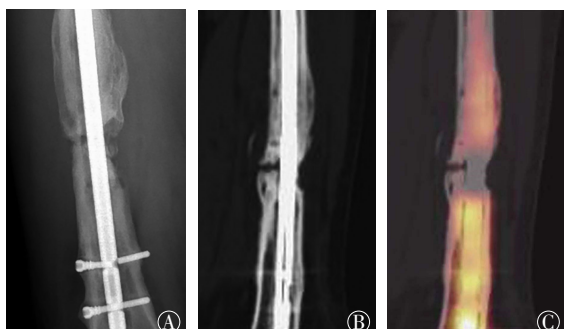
股骨骨折交锁髓内钉固定术后患者(男性, 35岁)的DR、CT及SPECT/CT图 图中, A、B: 术后15个月DR正位片(A)及CT矢状位多平面重建图像(B), 图像示骨折线清楚, 骨折远端骨质吸收, 密度减低, 骨折端周围可见骨痂形成, 但未连续通过骨折线, 诊断为骨折不愈合; C: SPECT/CT融合骨显像, 图像示两侧骨折端均可见放射性浓聚, 但未连续性通过骨折线, 未跨越两侧骨折端, 提示骨折不具有远期愈合能力, 经手术治疗证实。DR: 数字化X线摄影; SPECT/CT: 单光子发射计算机断层摄影术; CT: 计算机断层摄影术。
